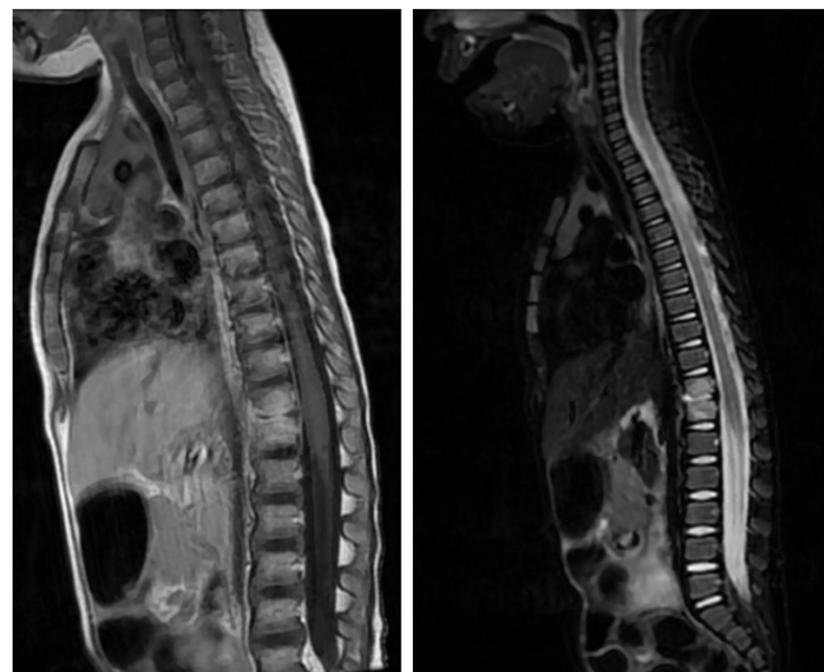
Resonancia magnética: espondilodiscitis aguda en D11-D12 con afectación del disco.
